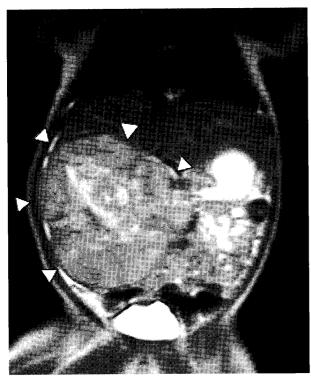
MRI 画像 肝右葉から尾側に突出した 9×7 cm 大の腫瘤(Δ)あり、 腫瘤内部には出血したと思われる T1 短縮を認める.
